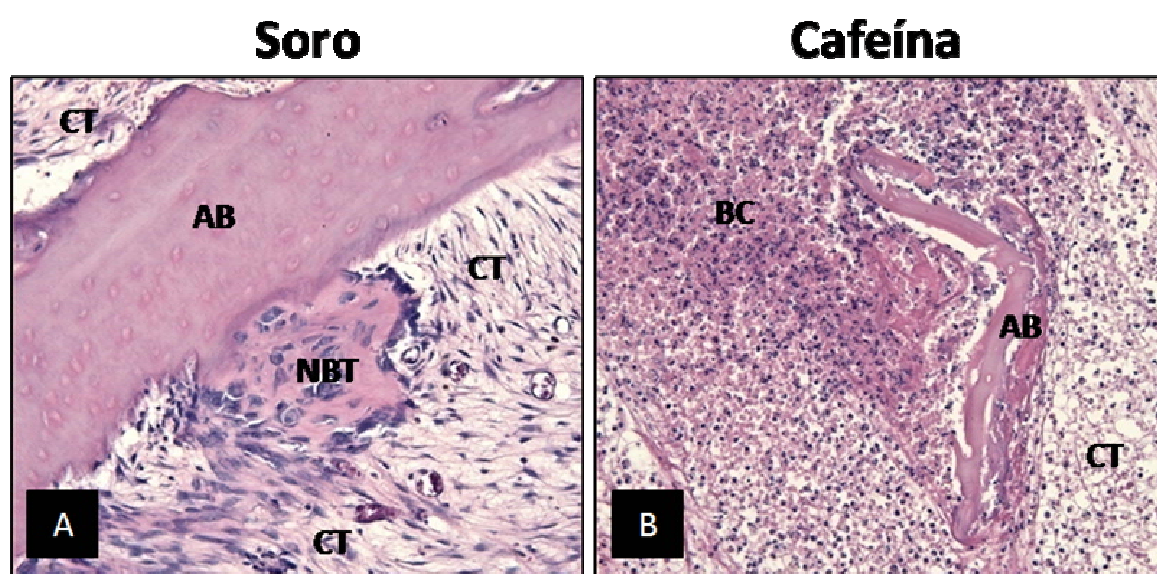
Cortes histológicos do fragmento de osso autógeno implantado juntamente com as células osteoblásticas no terço médio alveolar dos animais submetidos à administração de soro fisiológico e cafeína, 7 dias após a extração dental. Tecido ósseo neoformado (NBT); Tecido conjuntivo (CT); Coágulo sanguíneo (BC); Osso autógeno (AB). Hematoxilina-eosina (aumento: A e B - 250x).
